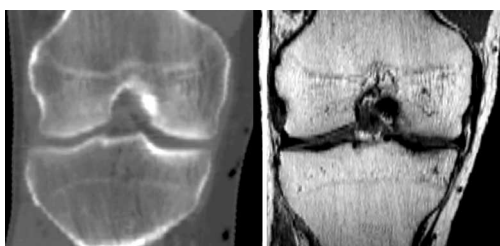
Frontalschnitt durch ein Kniegelenk, gewonnen aus einem CT (Links) und einem MRT (Rechts).
